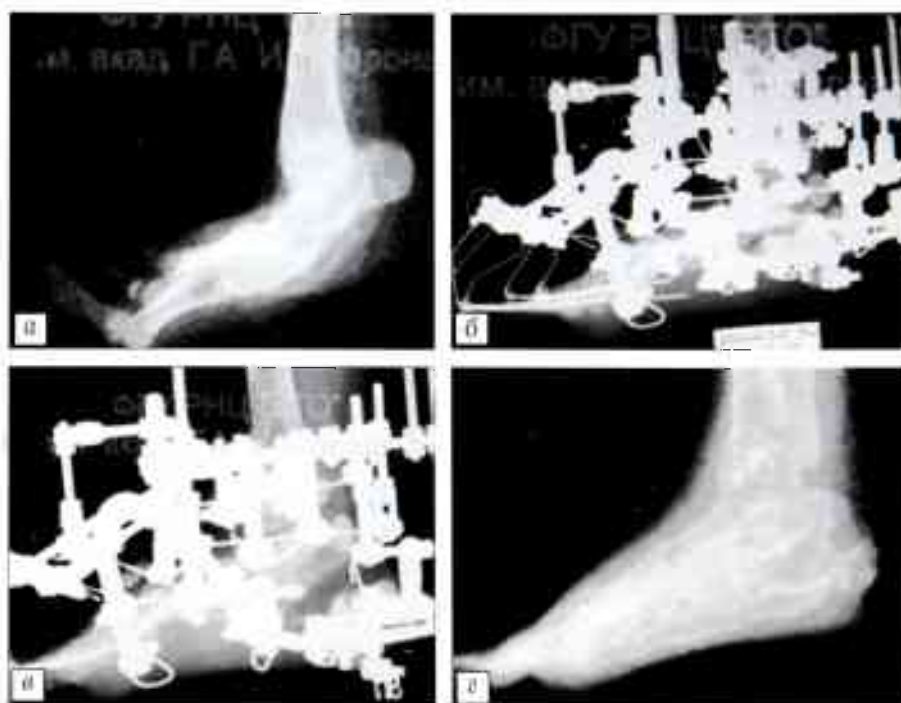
Рентгенограммы стопы больного Ш. 13 лет. Диагноз: аномалия развития костей голени и стопы, деформация пяточной кости. а — до лечения; б, в — в процессе лечения; г — результат лечения.
